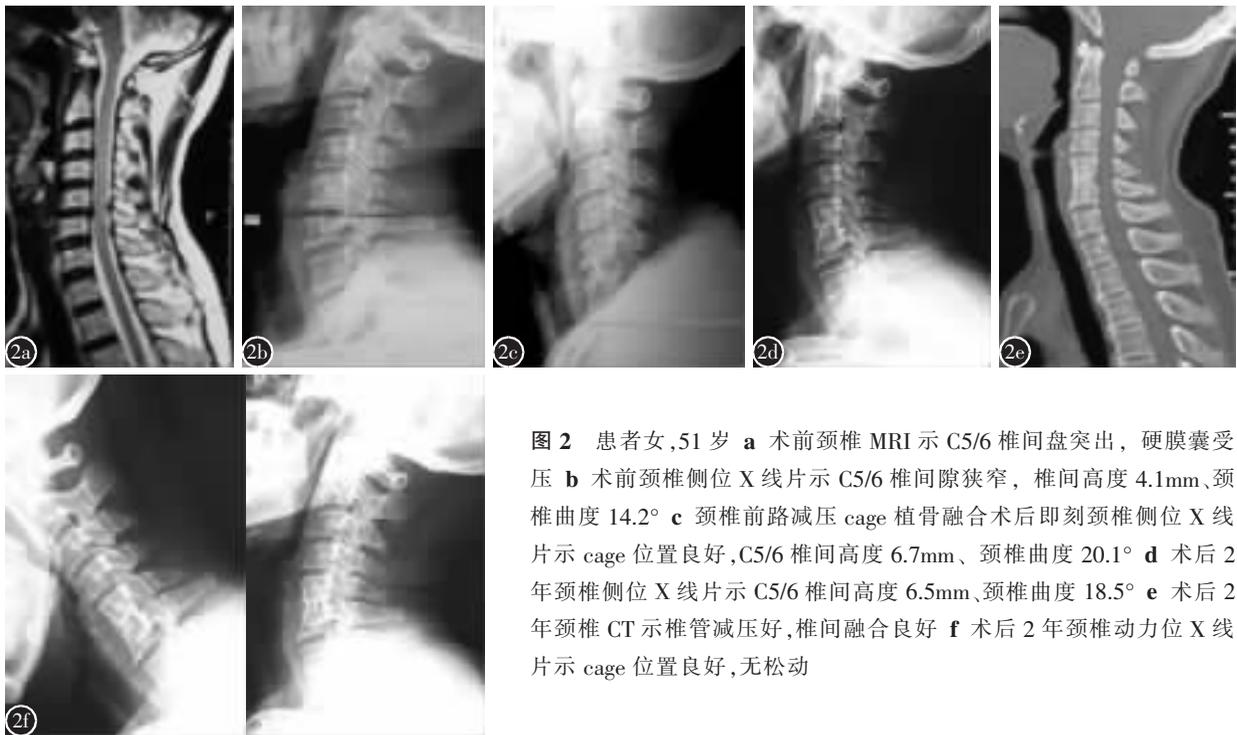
患者女,51 岁 a 术前颈椎 MRI 示 C5/6 椎间盘突出,硬膜囊受压 b 术前颈椎侧位 X 线片示 C5/6 椎间隙狭窄,椎间高度 4.1mm、颈椎曲度 14.2° c 颈椎前路减压 cage 植骨融合术后即刻颈椎侧位 X 线片示 cage 位置良好,C5/6 椎间高度 6.7mm、颈椎曲度 20.1° d 术后 2 年颈椎侧位 X 线片示 C5/6 椎间高度 6.5mm、颈椎曲度 18.5° e 术后 2 年颈椎 CT 示椎管减压好,椎间融合良好 f 术后 2 年颈椎动力位 X 线片示 cage 位置良好,无松动
